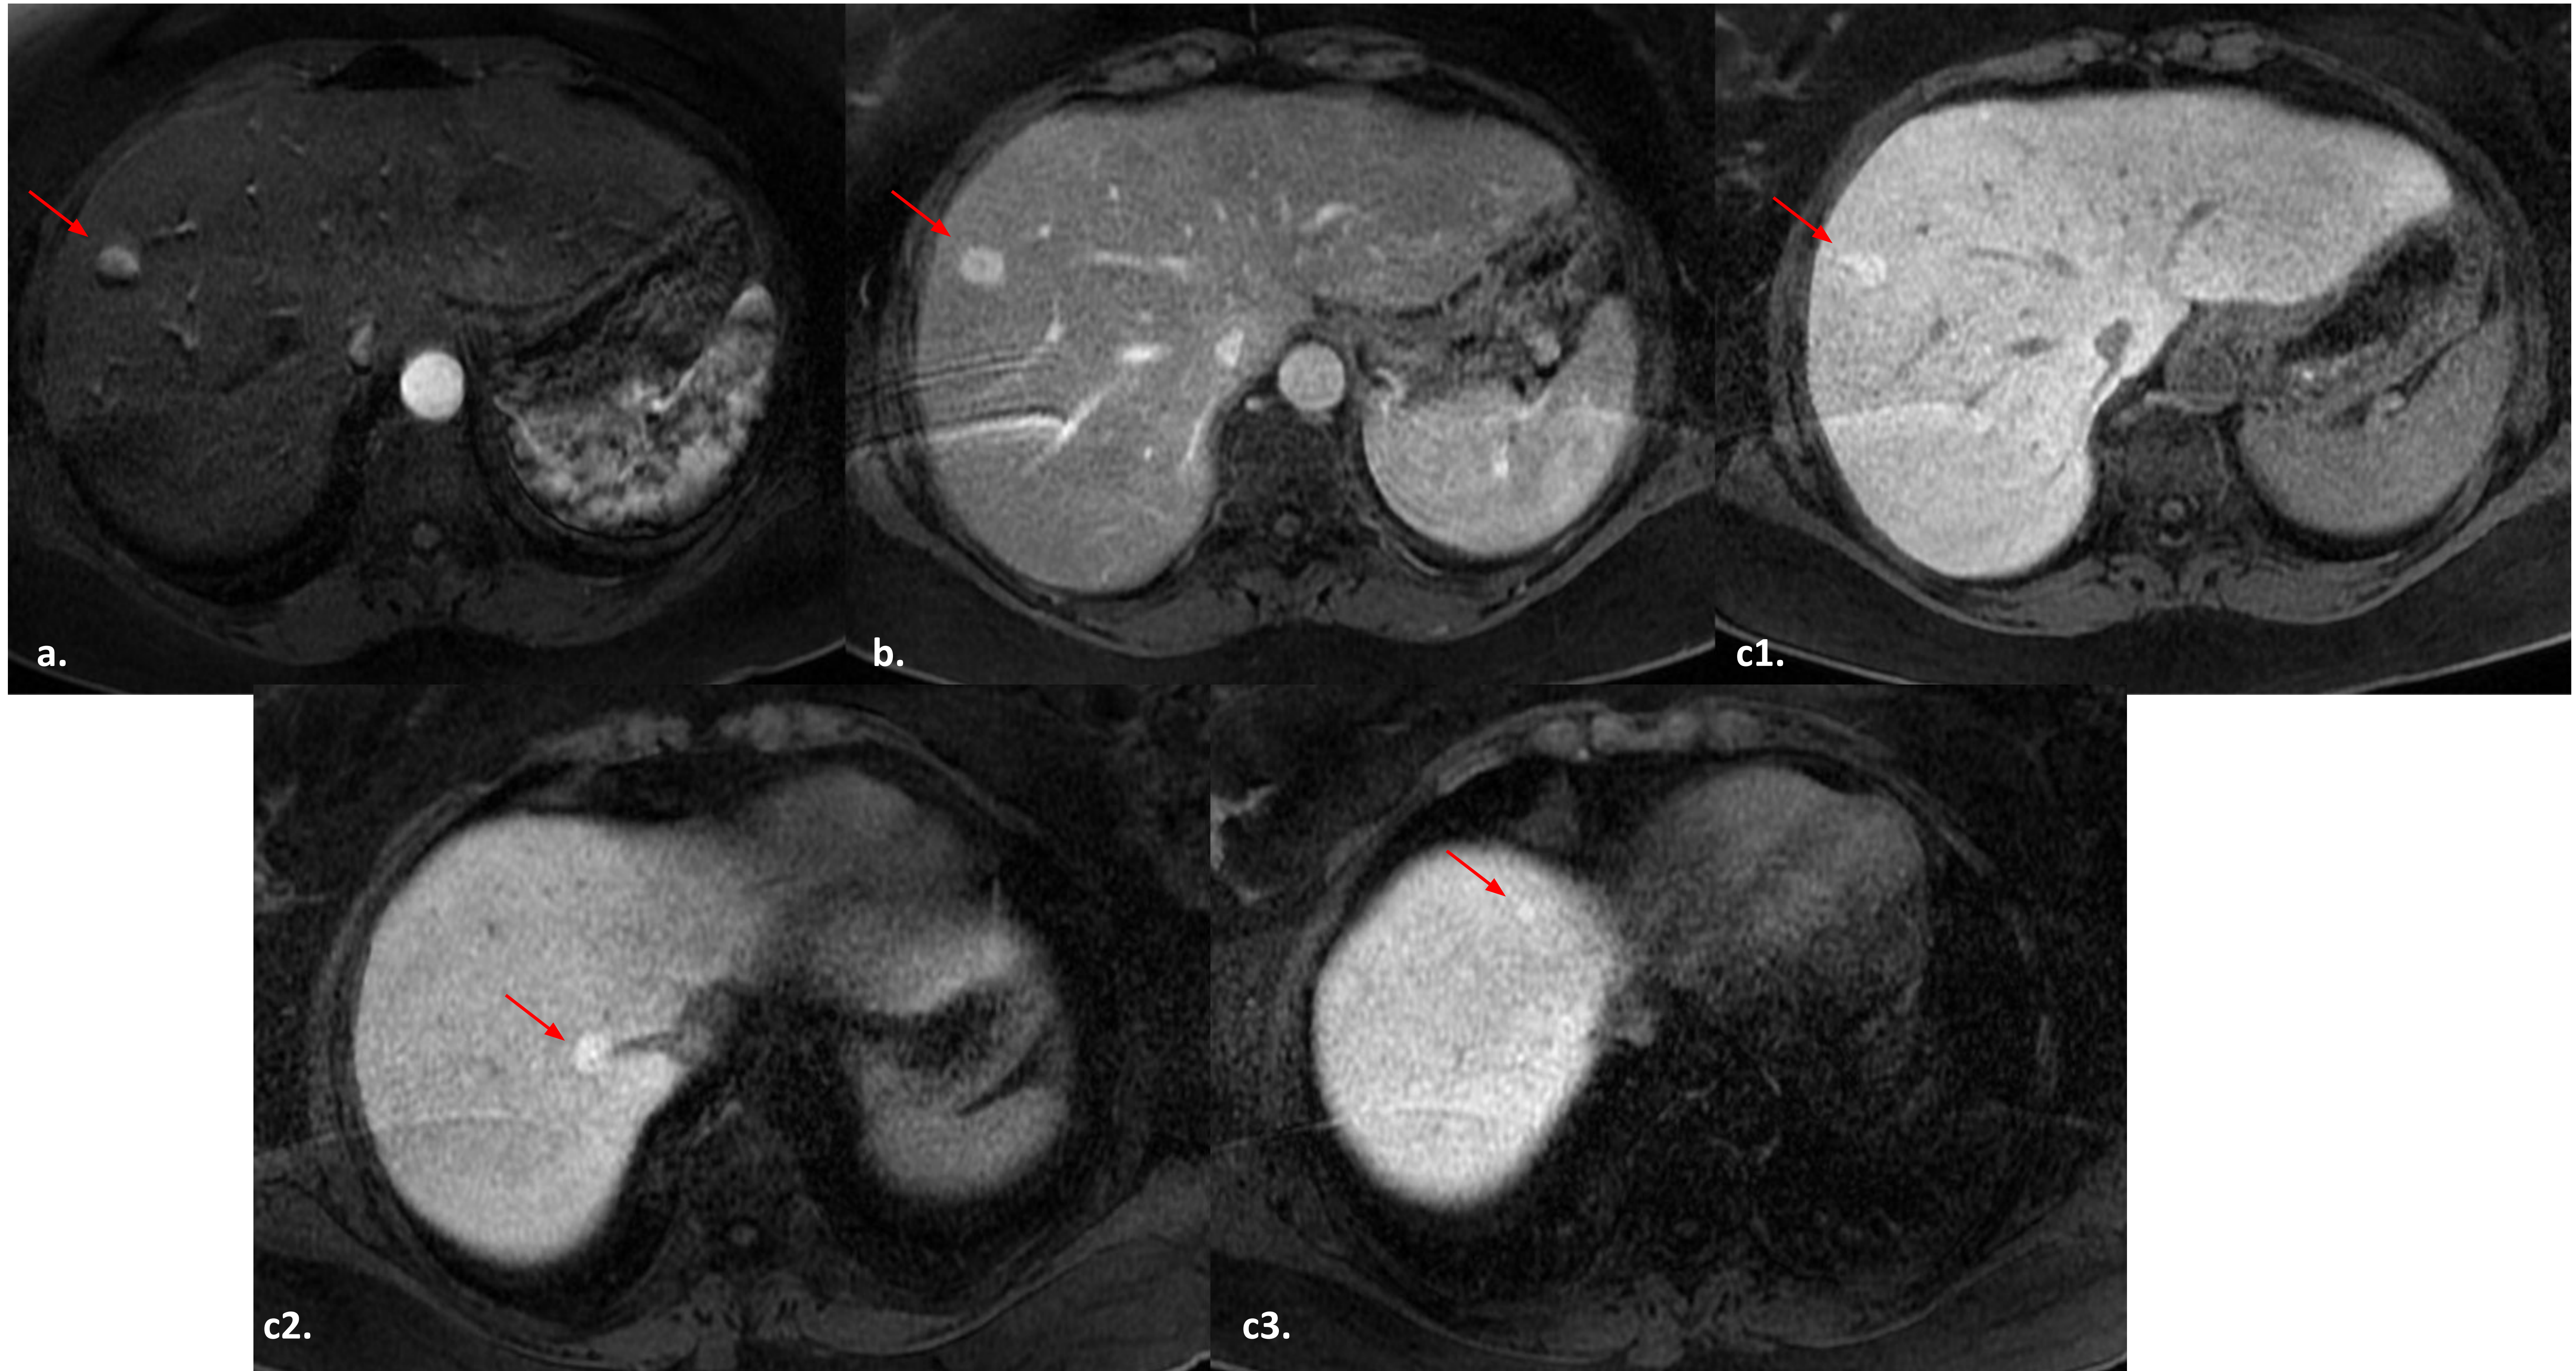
Imágenes de RM con contraste intravenoso hepatoespecífico para la caracterización de las lesiones descritas en la TC de la Fig. 14. Secuencias dinámicas en fase portal (a.), arterial (b.) y celular (c). Respecto a TC previa se confirma la presencia de tres lesiones focales de comportamiento hipervasculares precoz, con realce mantenido en fase portal e hipervasculares en fase tardía con contraste hepatoespecífico (c.1.; c.2.; c.3.), lo que sugiere lesiones benignas de estirpe hepatocitaria, tipo hiperplasia nodular regenerativa probablemente secundaria a tratamiento quimioterápico con oxaliplatino.
